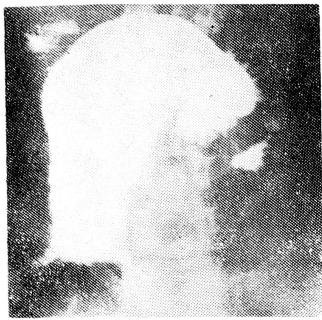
Больной Н., 47 лет. На рентгенограмме желудка после тугого заполнения пилорический канал удлинен, сужен, с нечеткими, неровными контурами. Асимметричный дефект наполнения в антравальном отделе. Раковый пилоростеноз.
